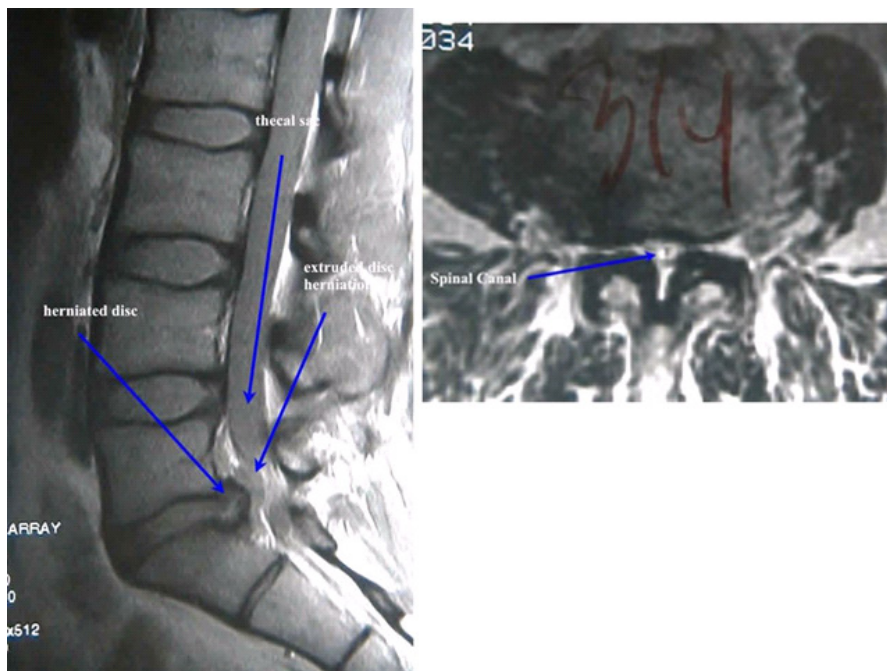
images d'IRM (pondérées en T1) avec constatations anormales : a) vue sagittale montrant une hernie discale L5-S1 avec compression des racines nerveuses. b) IRM axiale pondérée en T2 d'un autre patient montrant une sténose sévère des culs-de-sac spinaux central et latéraux à l'étage L3-L4.
